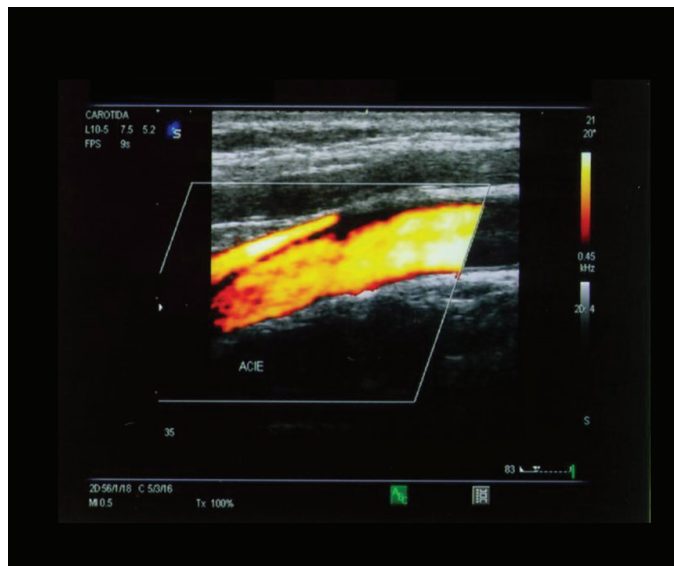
Imagens do Doppler evidenciando a placa ateromatosa no interior da artéria carótida do lado esquerdo.
